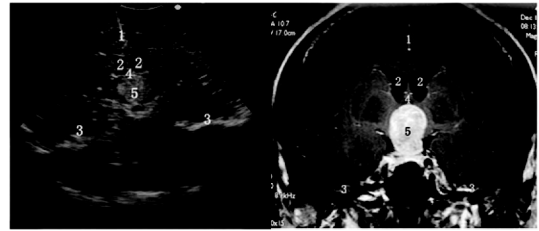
术中超声获得的标准冠状切面声像图及其与同切面的术前MRI图像比较
